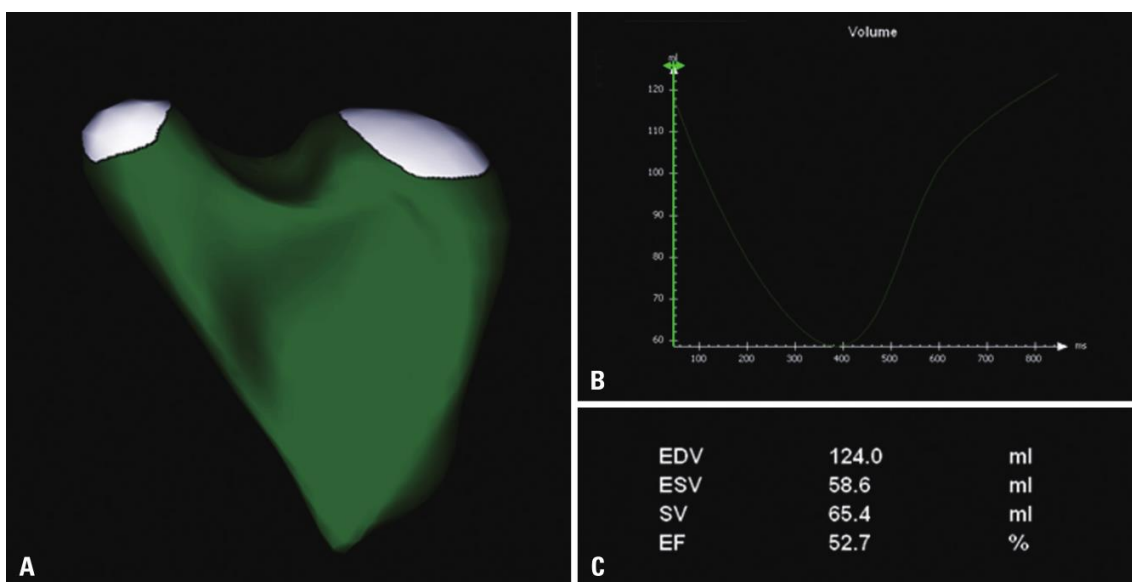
Ecocardiografia tridimensional. A – Surface rendering. B – A curva mostra alterações do volume durante o ciclo cardíaco. C – Resultados da análise quantitativa. Adaptado de Badano et al, 2012.³⁹
